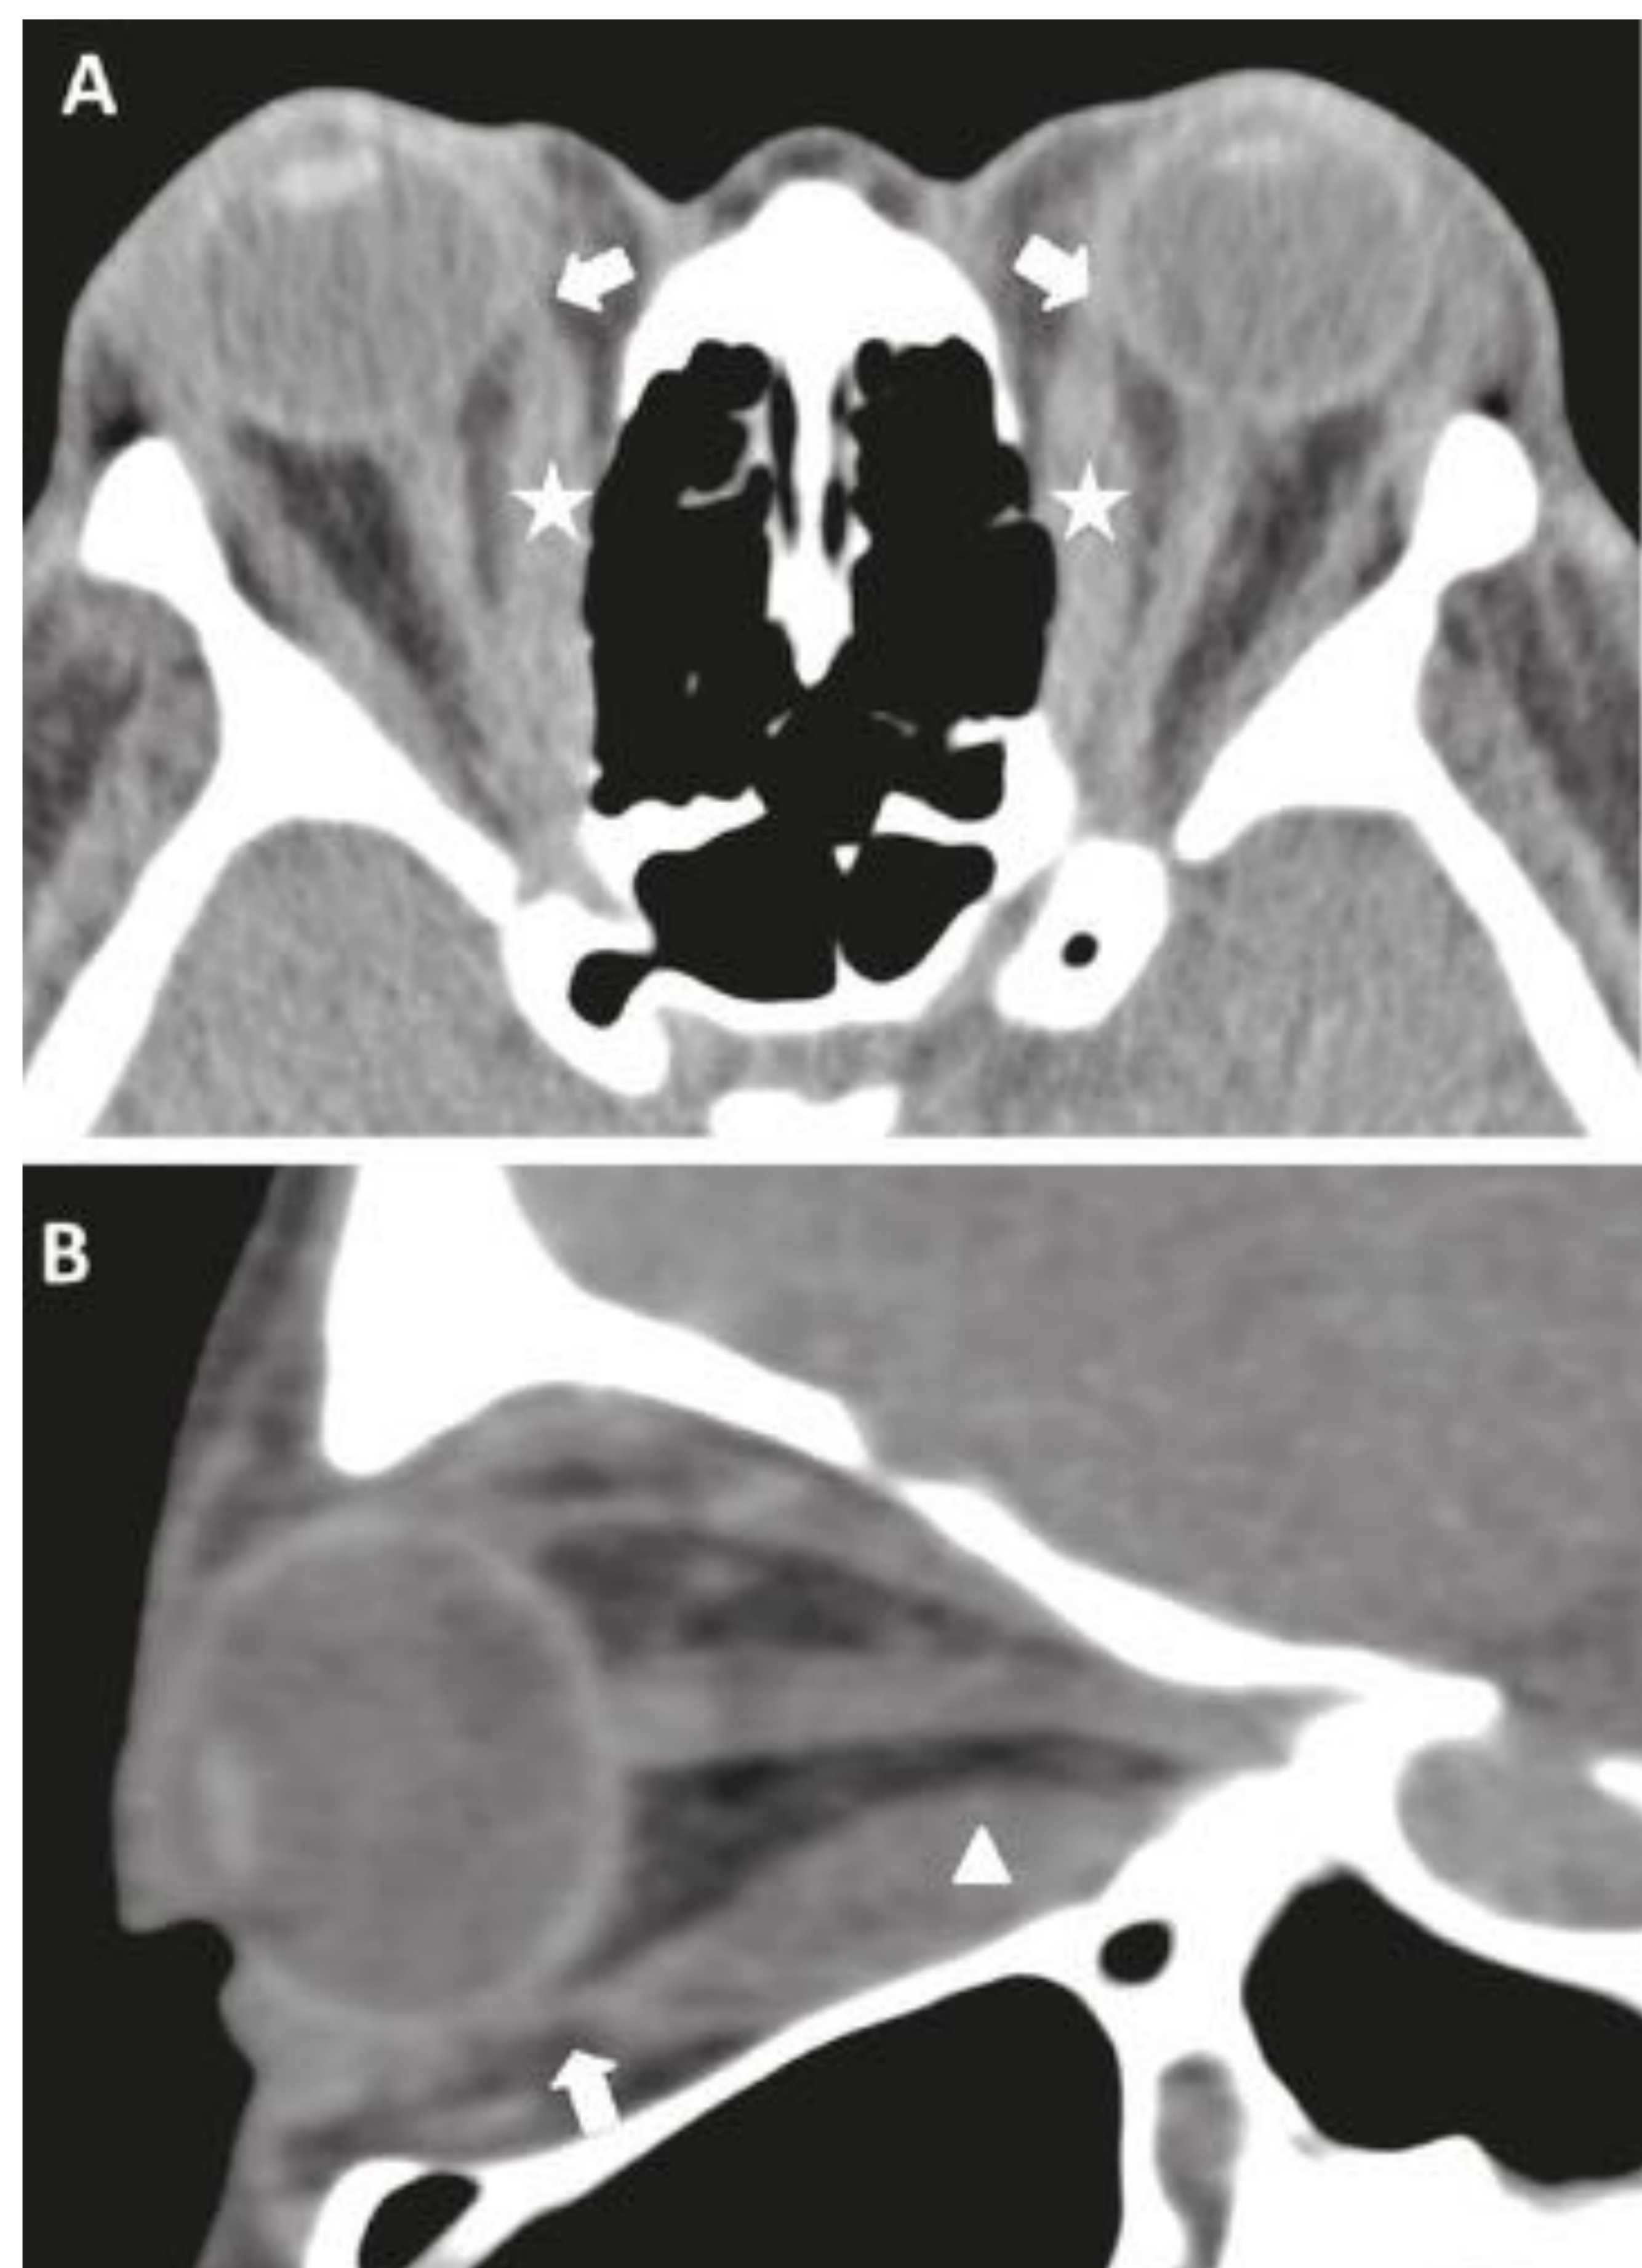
TC axial (A) y sagital (B) de órbita sin contraste de un paciente con orbitopatía de Graves. Engrosamiento fusiforme y bien definido de los vientres musculares de los músculos rectos mediales de ambas órbitas (asteriscos) y del recto inferior (punta de flecha). La inserción tendinosa anterior (flechas) se encuentra respetada, a diferencia de lo que ocurre en otras entidades como las miositis.
